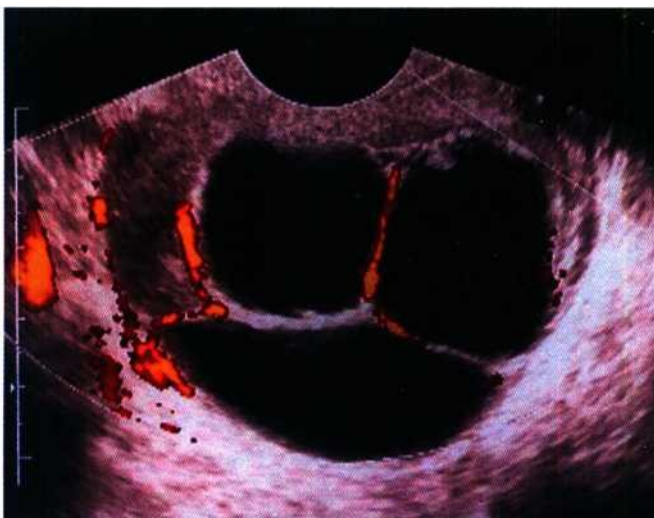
Муцинозная цистаденома яичника. УЗИ, эн
